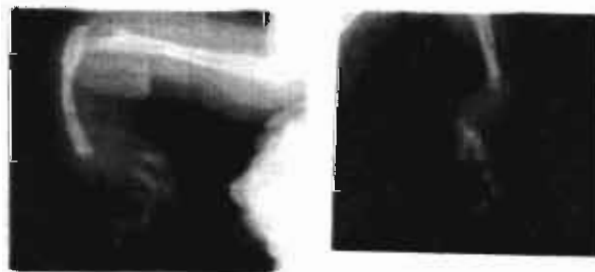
Radiografía de miembros superiores con aplasia de radio en extremidad superior derecha.
